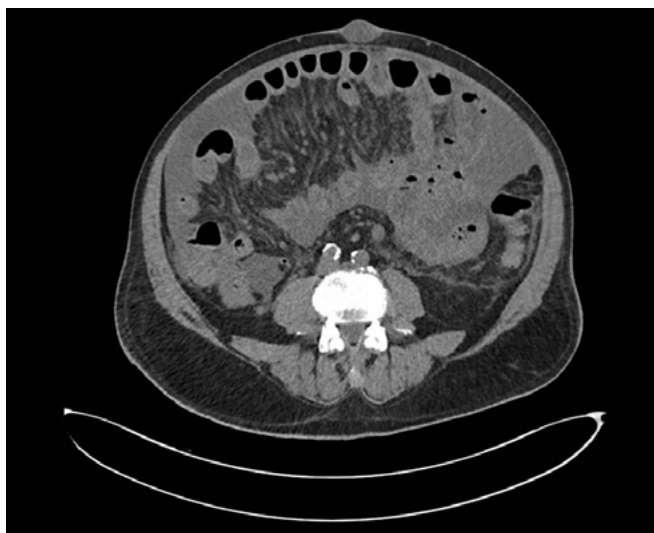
Corte axial de tomografía computarizada donde se objetiva abundante ascitis pseudocoloculada con realce de las fascias peritoneales, compatible con peritonitis fúngica extensa.
